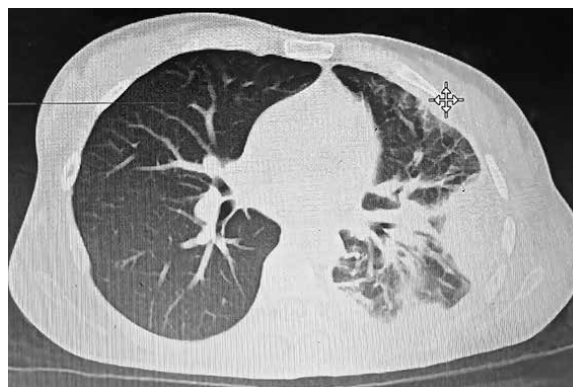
КТ ОГП пацієнтки М. при повторній госпіталізації до відділення торакальної хірургії обласної лікарні: визначаються ділянки осумкування ексудату зліва, вогнищево-інфільтративні зміни в паренхімі легень відсутні
